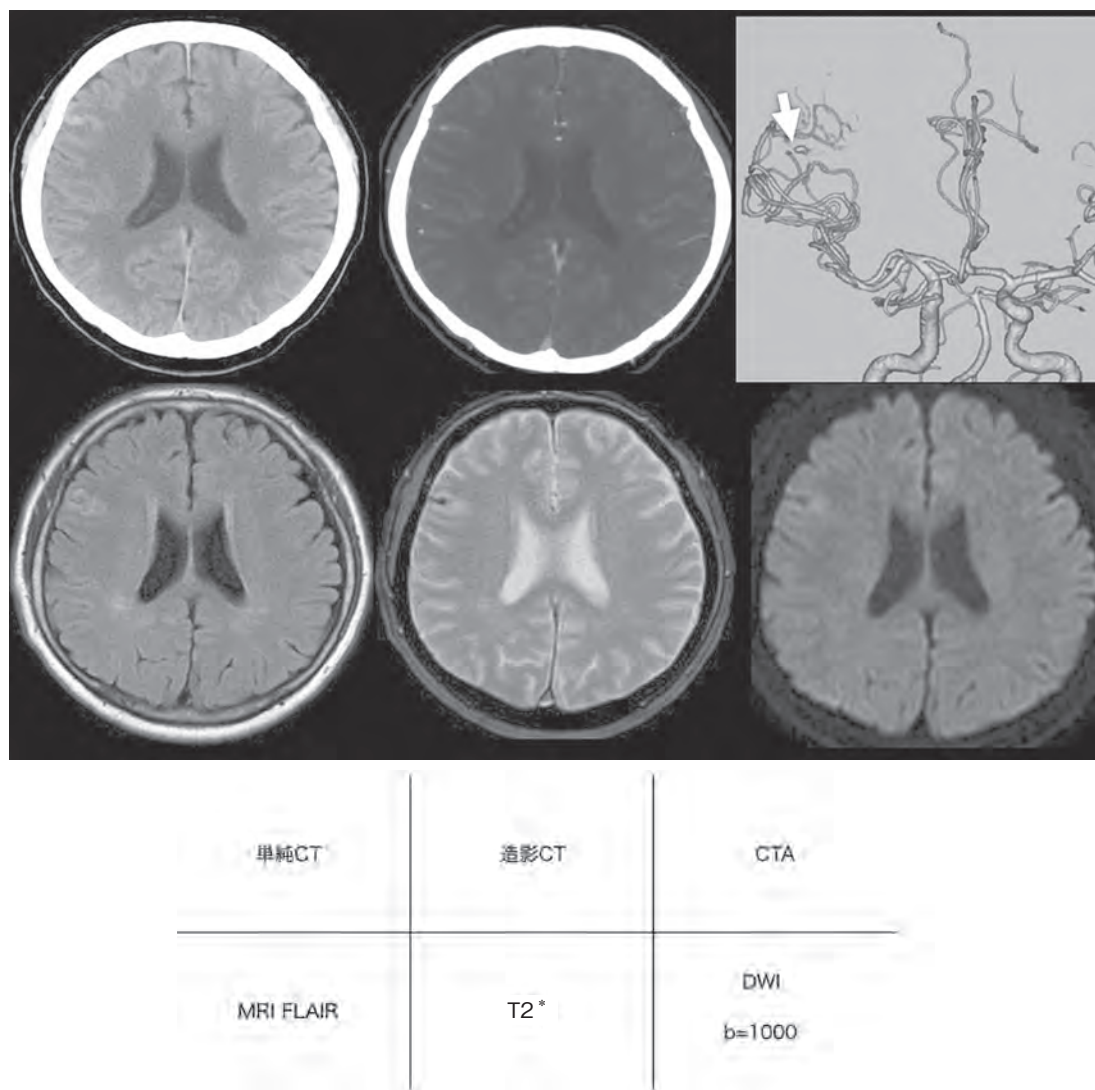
単純CTでは、右前頭葉脳溝に高吸収域を認め、MRI FLAIRにて周囲脳表に浮腫性変化を認める。またT2*強調画像にてヘモジデリン沈着を認める。造影CTにて同脳溝内に動脈瘤と思われる造影病変を認め、CTAにて中大脳動脈末梢に動脈瘤を認める。DWIにて広範な虚血や膿瘍の形成は認めない。
